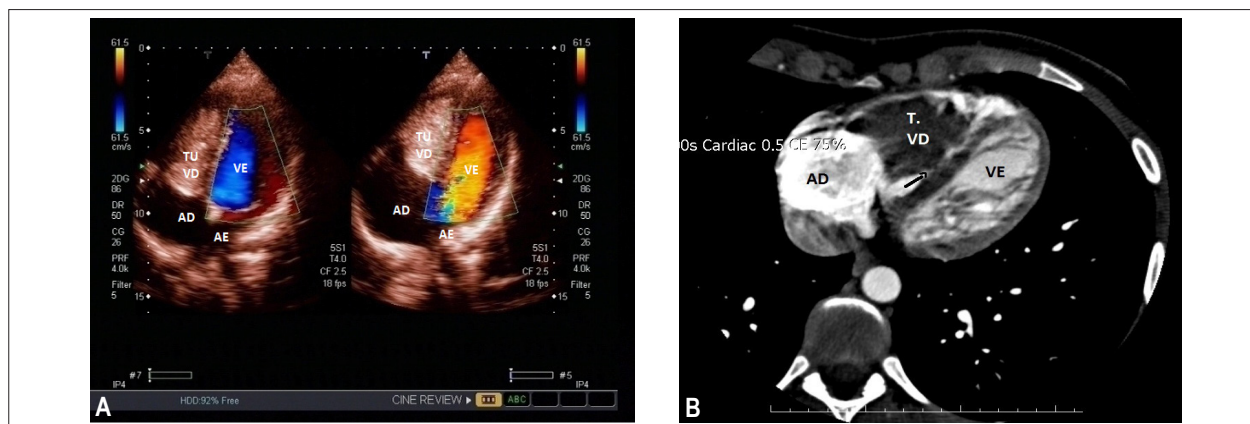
A: Ecocardiograma transtorácico, corte apical - Tumoração ocupando toda a cavidade do ventrículo direito. B: Tomografia computadorizada mostrando inserção da massa no septo inter-ventricular.
